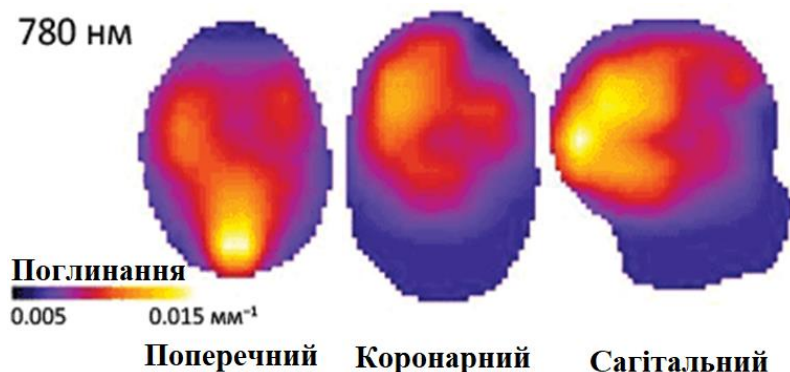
Томографічні «зрізи» розподілу коефіцієнта поглинання лазерного випромінювання у голові новонародженого
